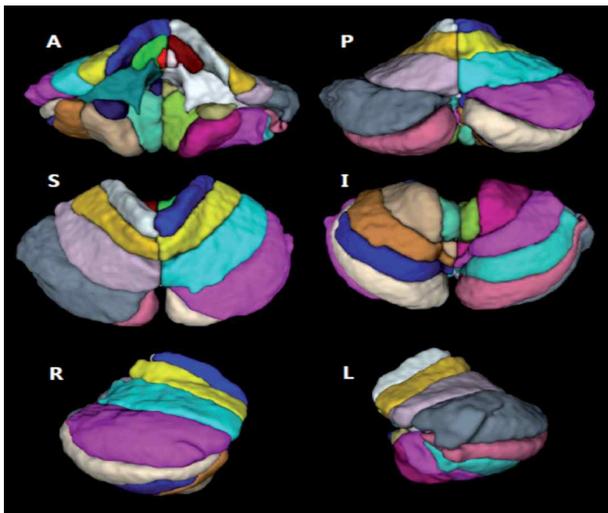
3D T1 MRI 영상을 이용하여 소뇌를 영역별로 구획화한 결과를 삼차원 영상화한 그림. 각 구획의 두께와 부피의 수치를 추출 가능하여 뇌질환과의 연관성 연구가 가능함.
